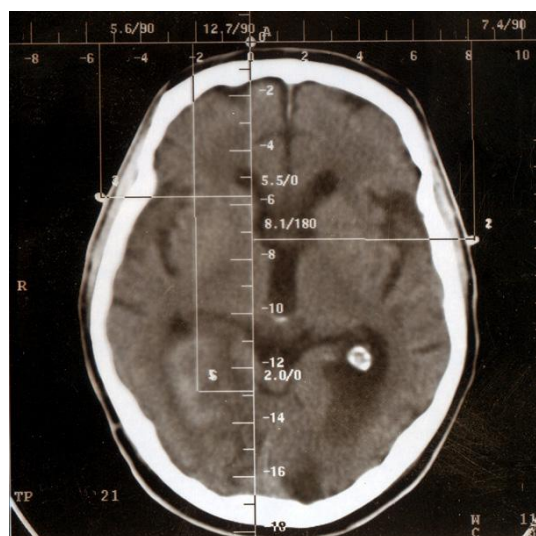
КТ-подготовка к эвакуации гематомы с помощью системы ПОАНИК.
